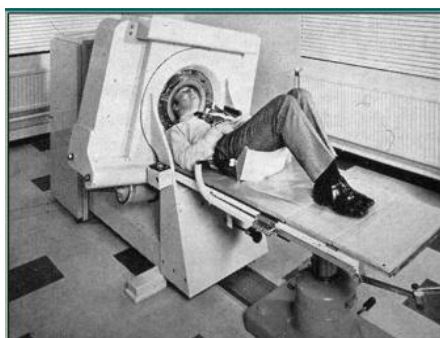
Imagem do primeiro equipamento de tomografia computadorizada
